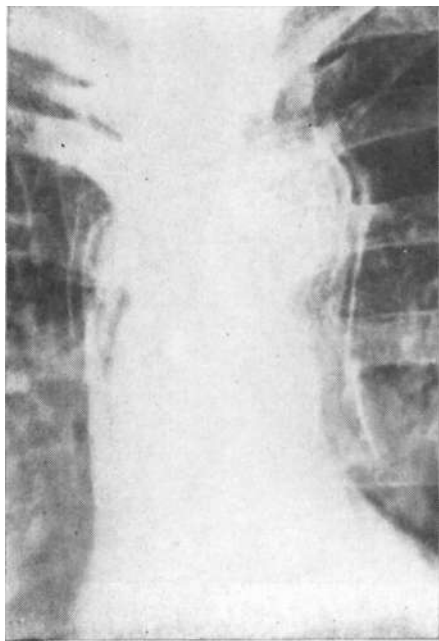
Рентгенограмма. Медиастинит и медиастинальная эмфизема (перфорация инородным телом).
